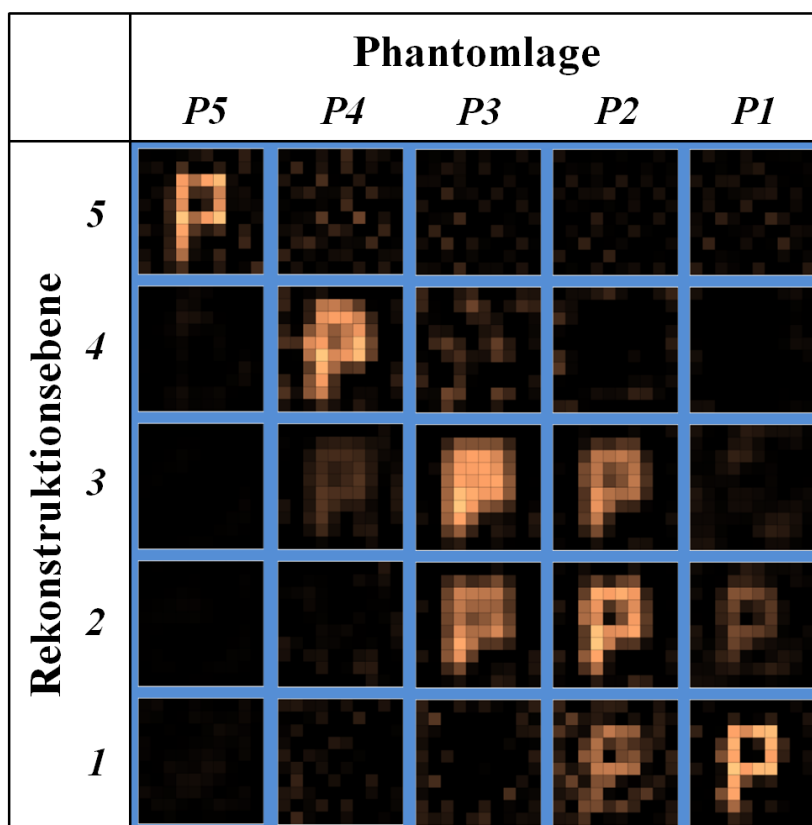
MRX-Tomographierekonstruktionen (Spalten), die für das P-förmige MNP-Muster in den fünf horizontalen Einschüben des MNP-Supports (Zeilen) ermittelt wurden. Aus Darstellungsgründen wurde jede Rekonstruktion auf den maximalen Voxel Wert innerhalb der Spalte skaliert. Negative MNP-Mengen sind nicht dargestellt (Diese lagen über  $X_{\text{MNP}} > -2$  mg).
